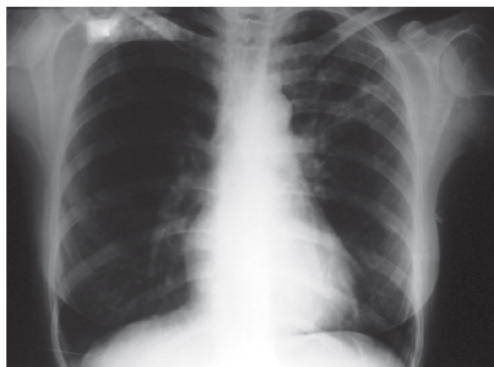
Radiografia de tórax revelando opacidade alveolar com aparente cavitação no lobo superior esquerdo.
